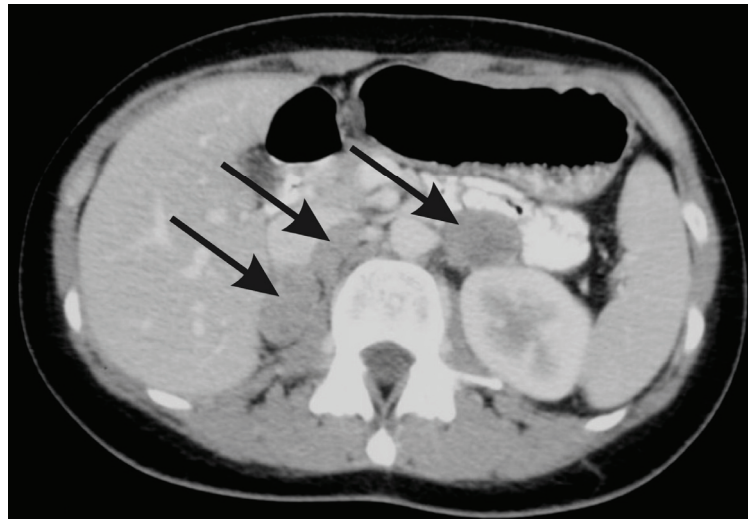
CT Befund. Die Pfeile zeigen auf das rechte Phäochromozytom, das interaortocavale Pargangliom und das linke Phäochromozytom.
